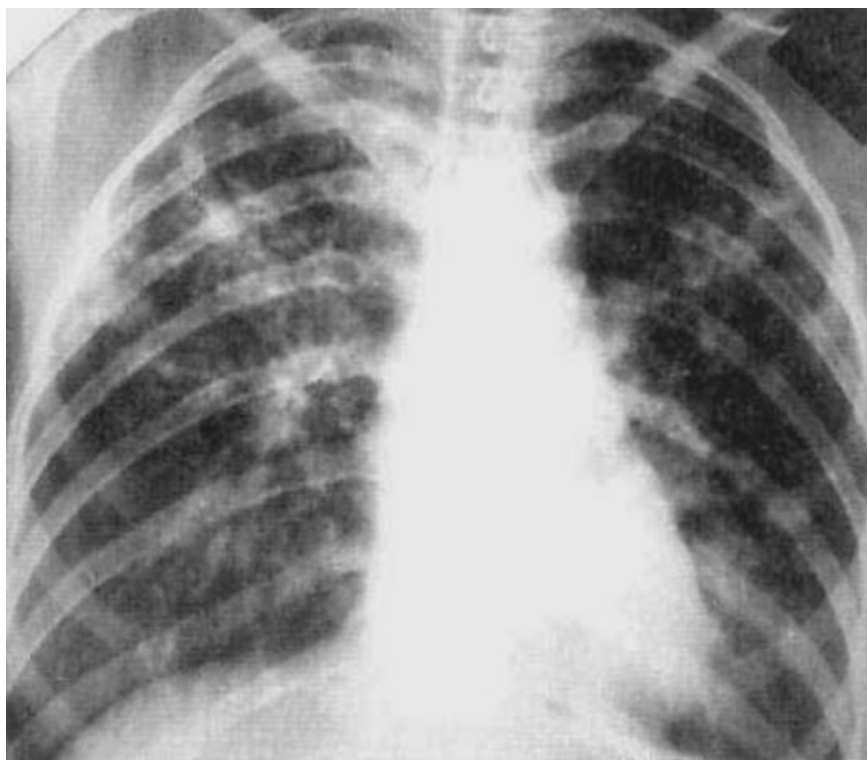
Рентгенологічна картина хронічного дисемінованого туберкульозу легень
